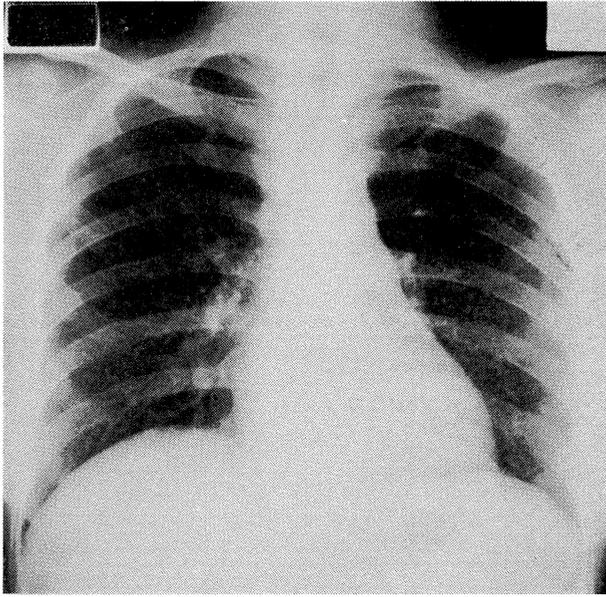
Chest X-ray film of case No. 11 showing increased pulmonary markings in the lower parts of bilateral lung lobes.
